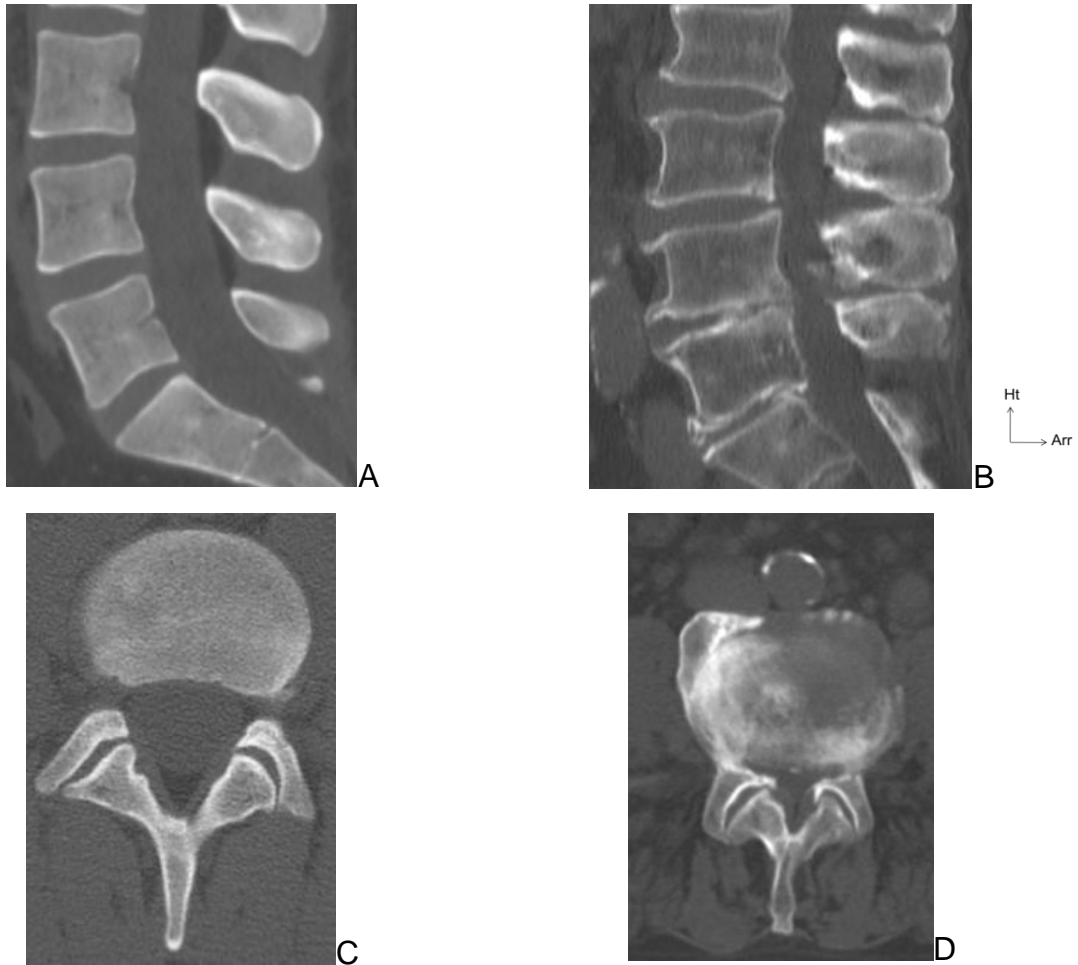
TDM rachis lombaire en fenêtre osseuse
